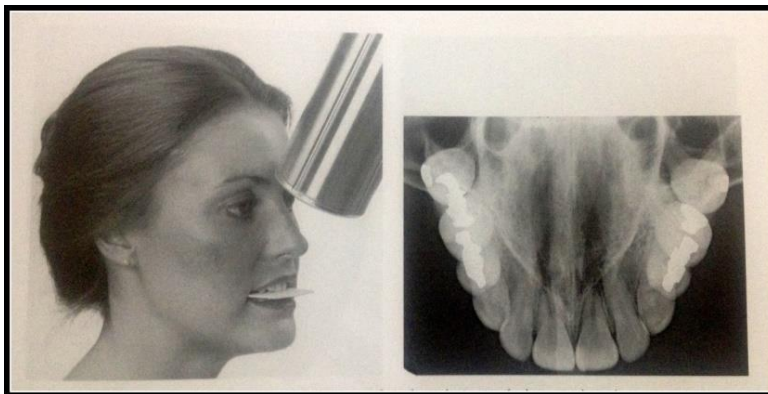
Radiografia Intraoral Oclusal
